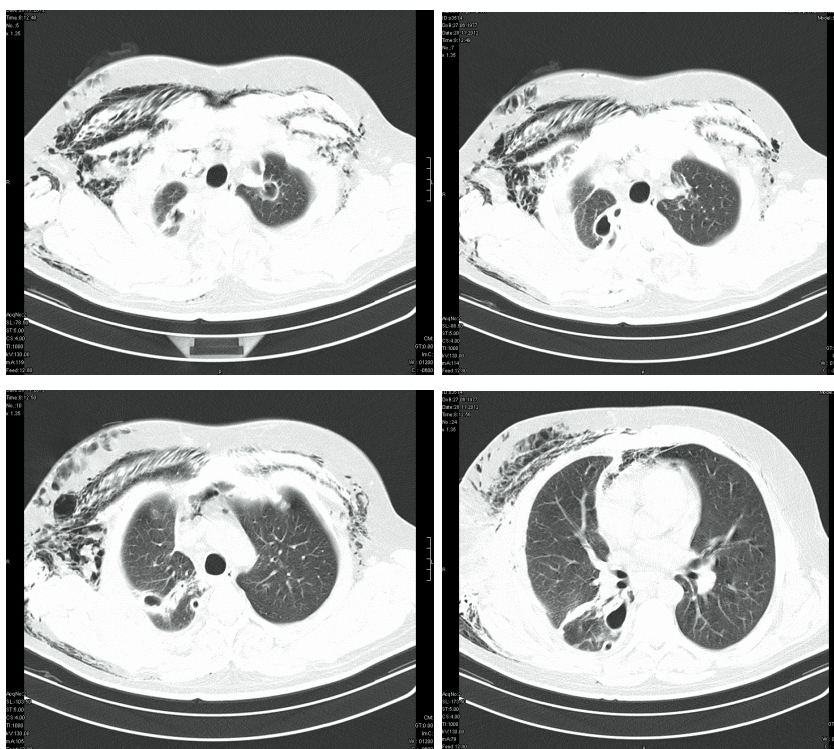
Больной П. Компьютерные томограммы от 28.11.2012 г.
